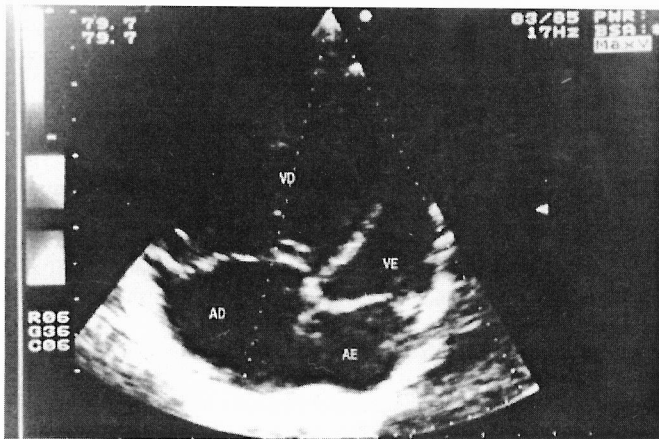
Ecocardiografia bidimensional em projecção apical de quatro câmaras: dilatação das cavidades direitas. AD: aurícula direita, AE: aurícula esquerda, VD: ventrículo direito, VE: ventrículo esquerdo.
